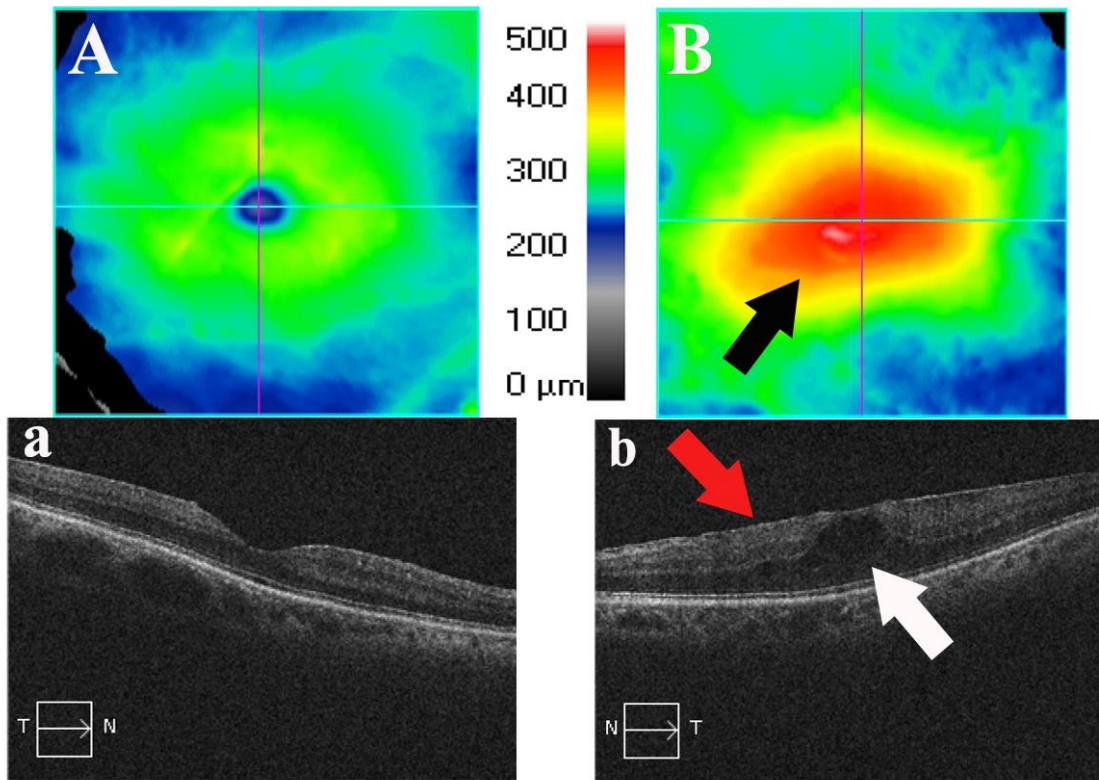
Right eye with normal macula (image A) and left eye with abnormal exam (image B). Macular edema (black and white arrow) and epiretinal membrane (red arrow) in an HTLV-1 patient (optical coherence tomography). Patient 4.
